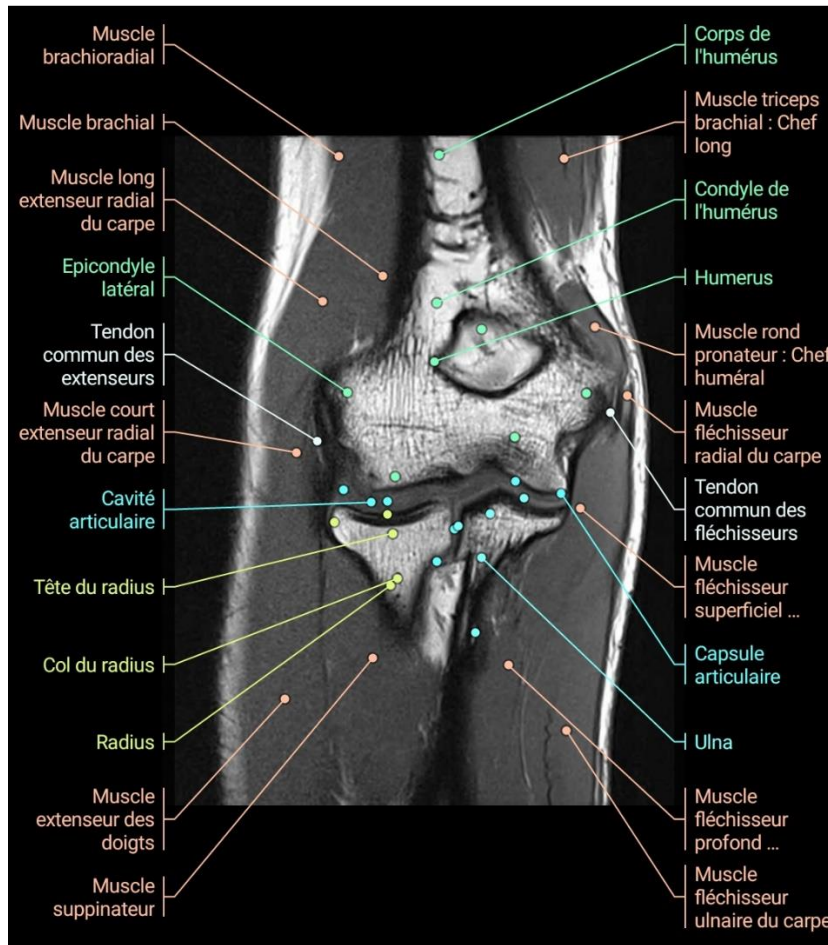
coupes coronale d'IRM du coude :
